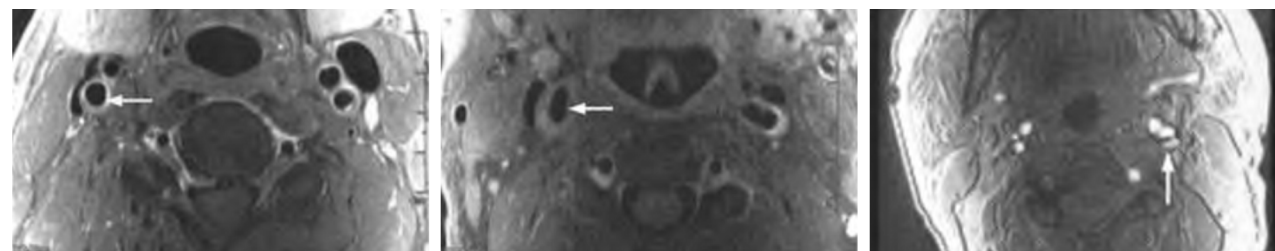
颈动脉 MRI 左图为稳定性斑块,中图为不稳定性斑块,右图为斑块内出血。
